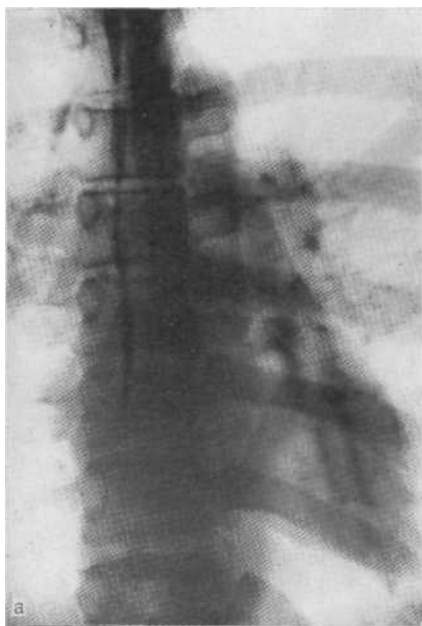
Обзорная суперэкспонированная рентгенограмма (а) и рентгенограмма в левой боковой проекции с контрастированным пищеводом (б). Интенсивные тени на фоне средостения, обусловленные обызвествлением миокарда и митральных клапанов.
